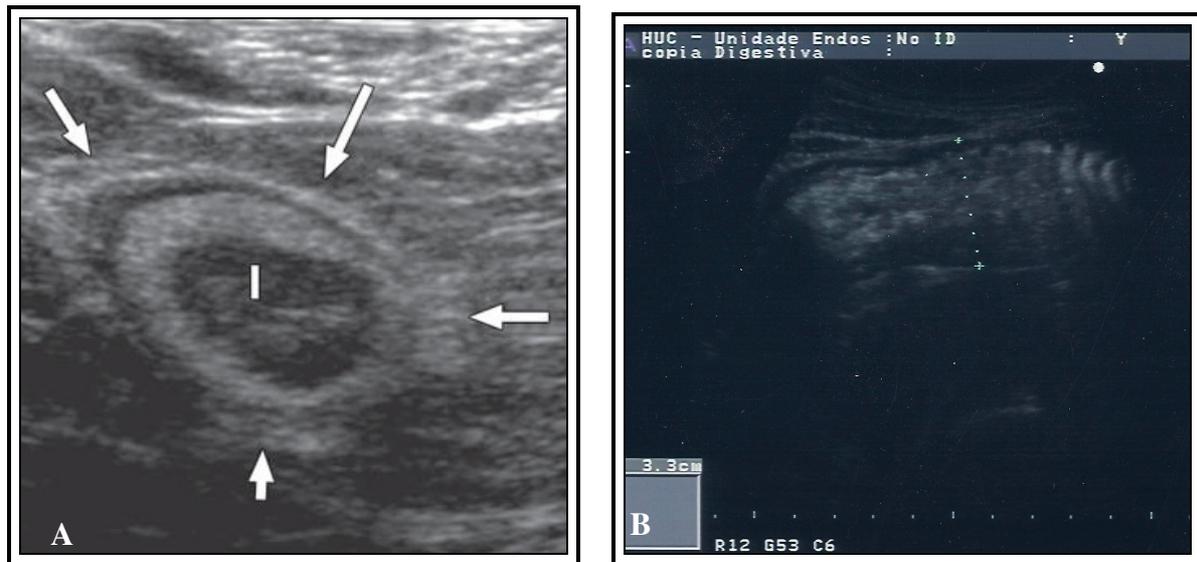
Ultrassonografia do ileum em mulher com doença de Crohn. (A) Secção transversa. O espessamento mural é difuso e concêntrico no segmento terminal do ileum. Observa-se ecogenicidade aumentada da gordura (setas) que envolve o ileum espessado (Kuzmich et al 2009). (B) Secção longitudinal onde também se observa o espessamento difuso do segmento terminal ileum (Fotografia cedida pelo Dr. Fransisco Portela, HUC).
